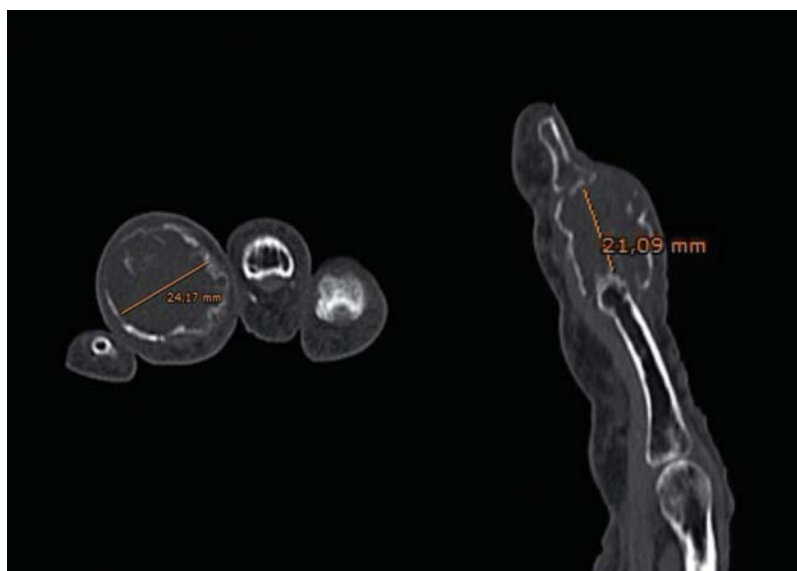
Imágenes de TAC helicoidal, obsérvese la imagen expansiva a nivel de la falange media del 4º dedo de la mano izquierda (explicación en el texto).
